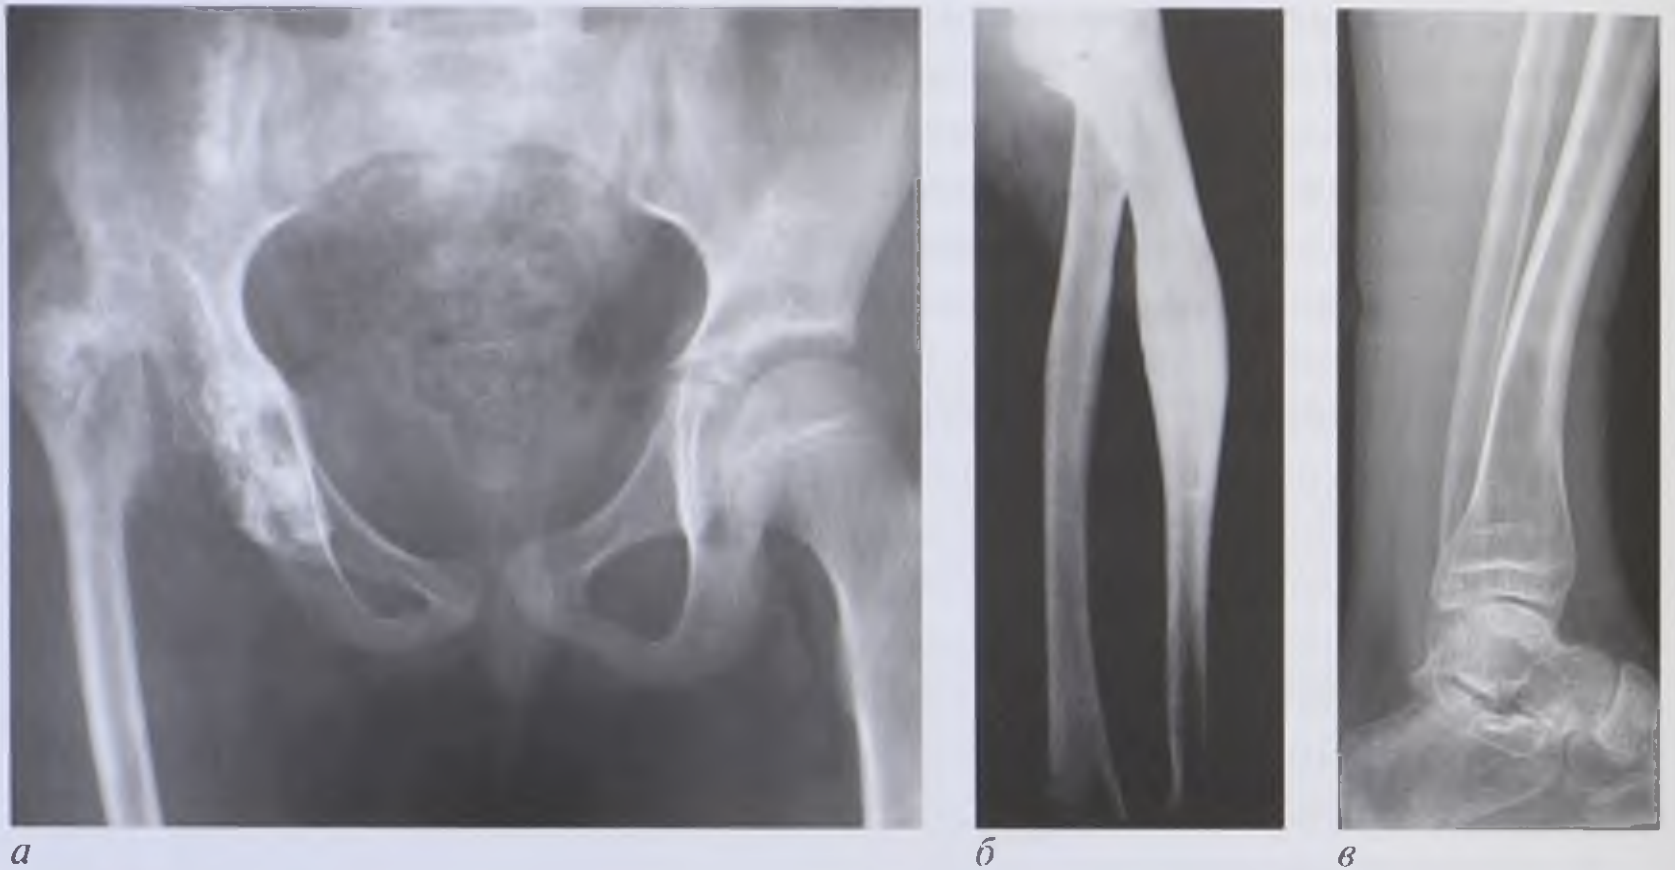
Рентгенограммы: *а* — тазобедренных суставов, гипоплазия правой бедренной кости вследствие врожденной дисплазии правого тазобедренного сустава; *б* — предплечья, гиперостоз проксимальной части локтевой кости; *в* — голени, врожденное искривление большеберцовой кости
